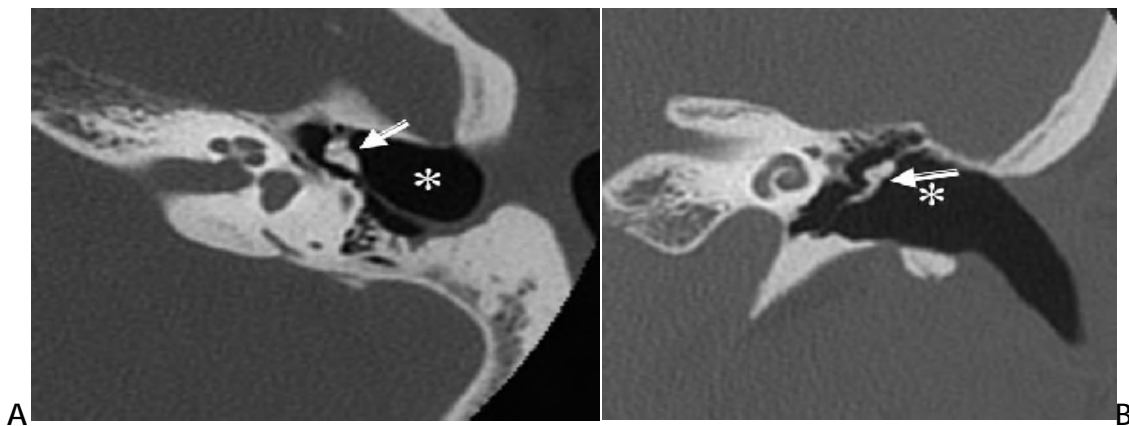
TDM en coupe axiale(A) et coronale montante l'aspect postopératoire d'une TTF avec conservation du marteau (flèche blanche) [97].
